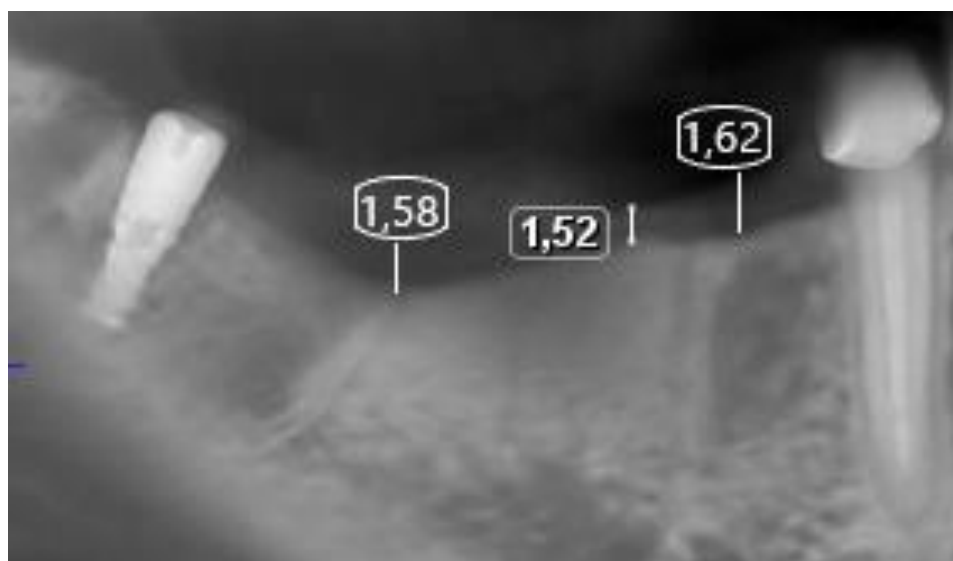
КЛ КТ (нативный срез) пациент О. 32г., включенный дефект бокового сегмента нижней челюсти справа, 4 класс по Кеннеди
